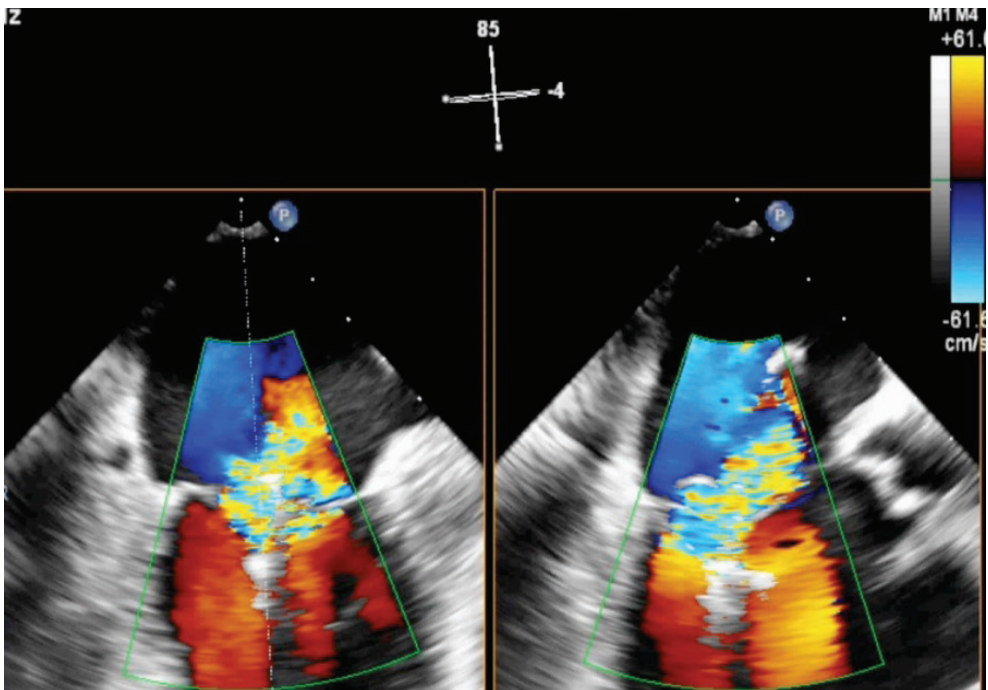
Ecocardiogramma transesofageo bidimensionale. Sonda in posizione medioesofagea. Rappresentazione dual plane dopo introduzione del color. Fase sistolica. E' stata appena posizionata una clip con risultato insoddisfacente per persistenza di rigurgito severo
